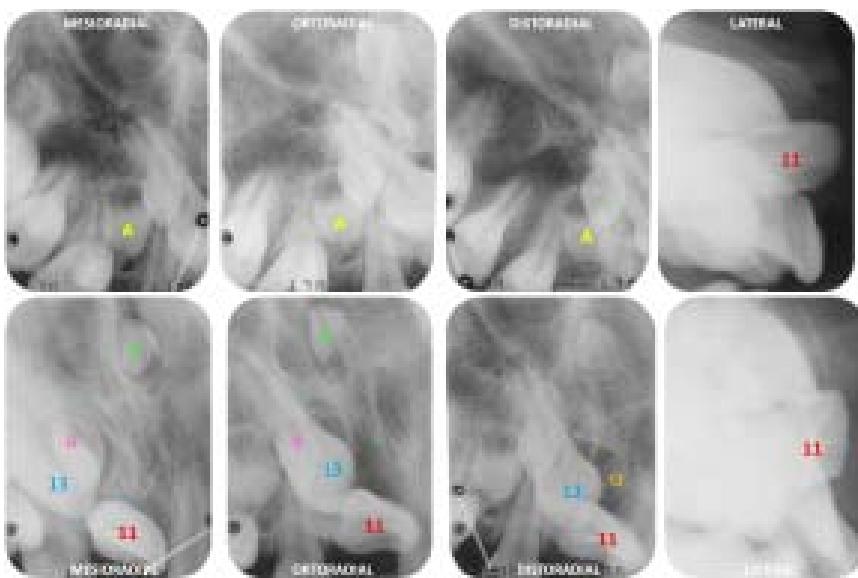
Radiografías de localización. A: supernumerario A, B: supernumerario B, C: supernumerario C, 13: Pieza 13, 11: Pieza 11. Q: quiste dentígero asociado a pieza 13.
